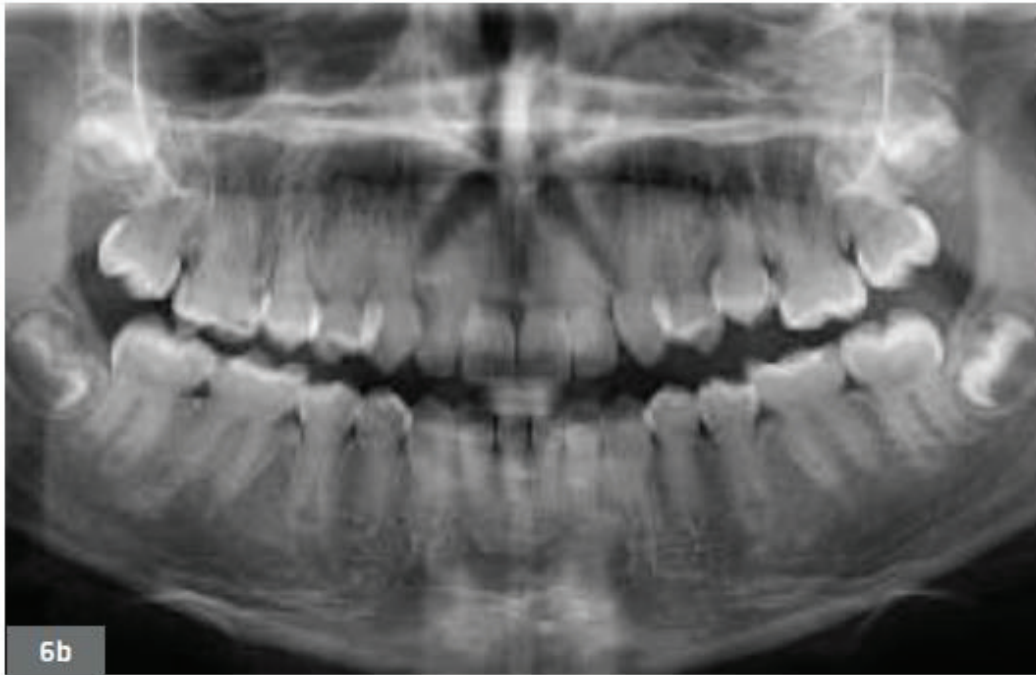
Radiographie panoramique d'un adolescent de 13 ans atteint de DD de type II(41)
